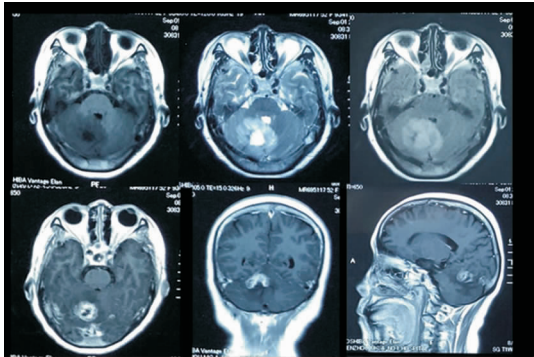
MRI 平扫 T1 呈低信号, T2 呈高信号, FLAIR 呈稍高信号, 增强呈不均匀强化。
